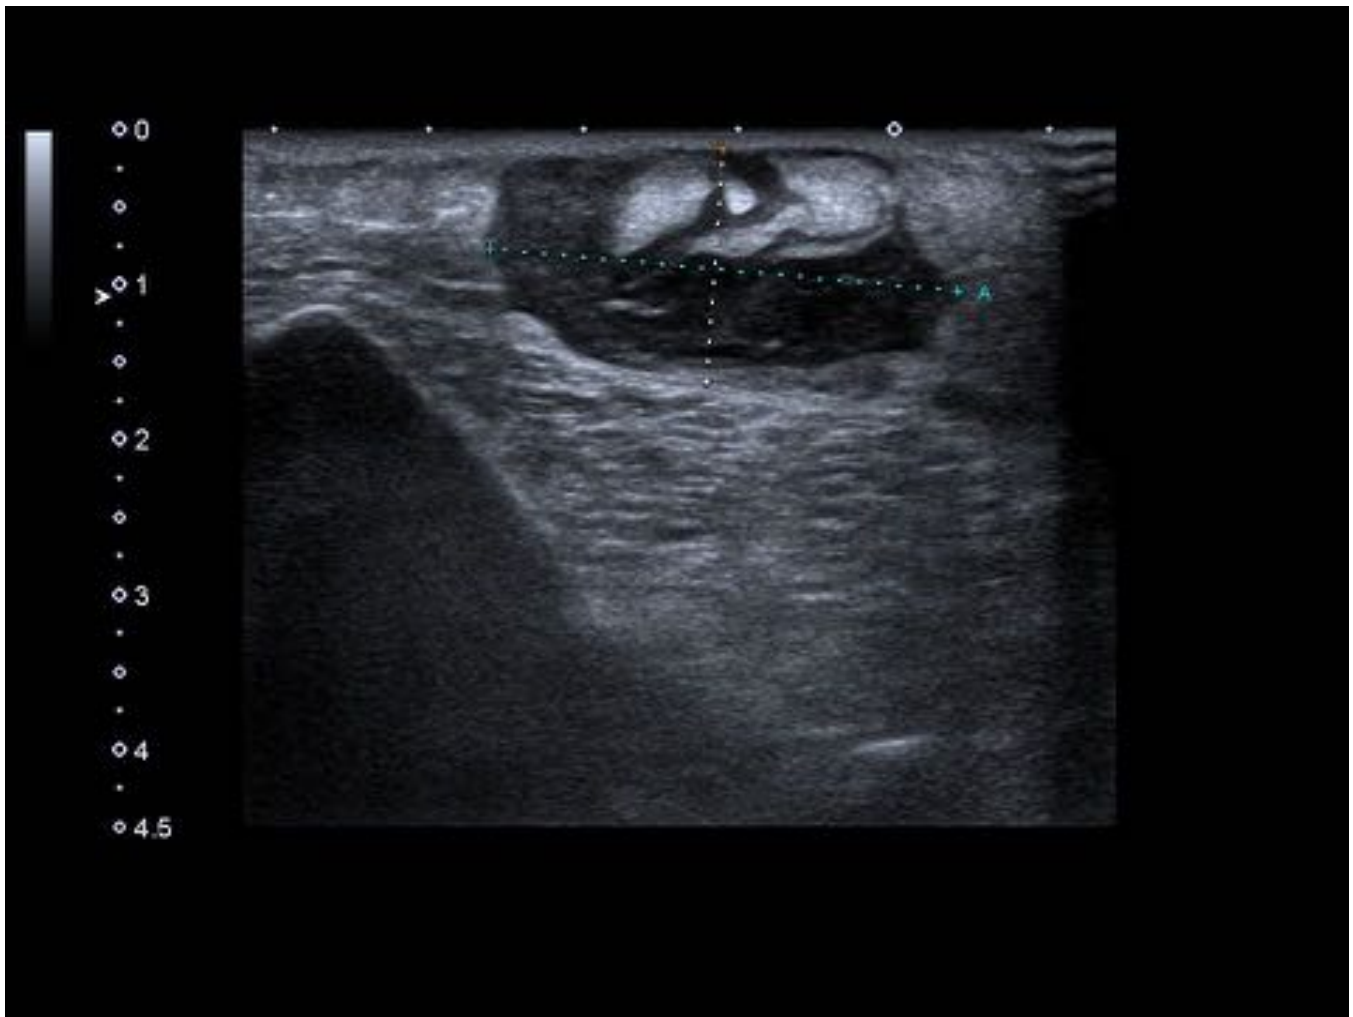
Ecografía: muestra lesión en el tejido celular subcutáneo, ovalada, heterogénea con zonas hiperecogénicas en su interior.
